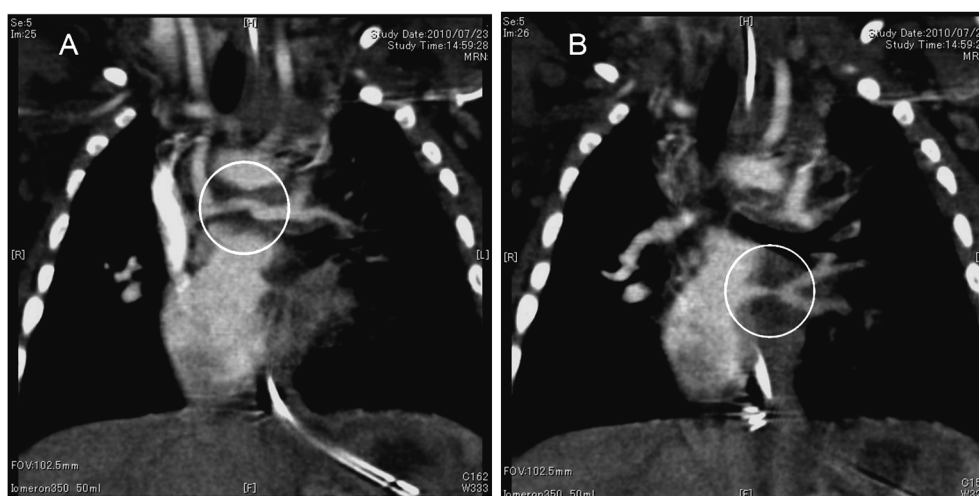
Multiple-detector computed tomography (CT) of the pulmonary artery and the pulmonary vein
